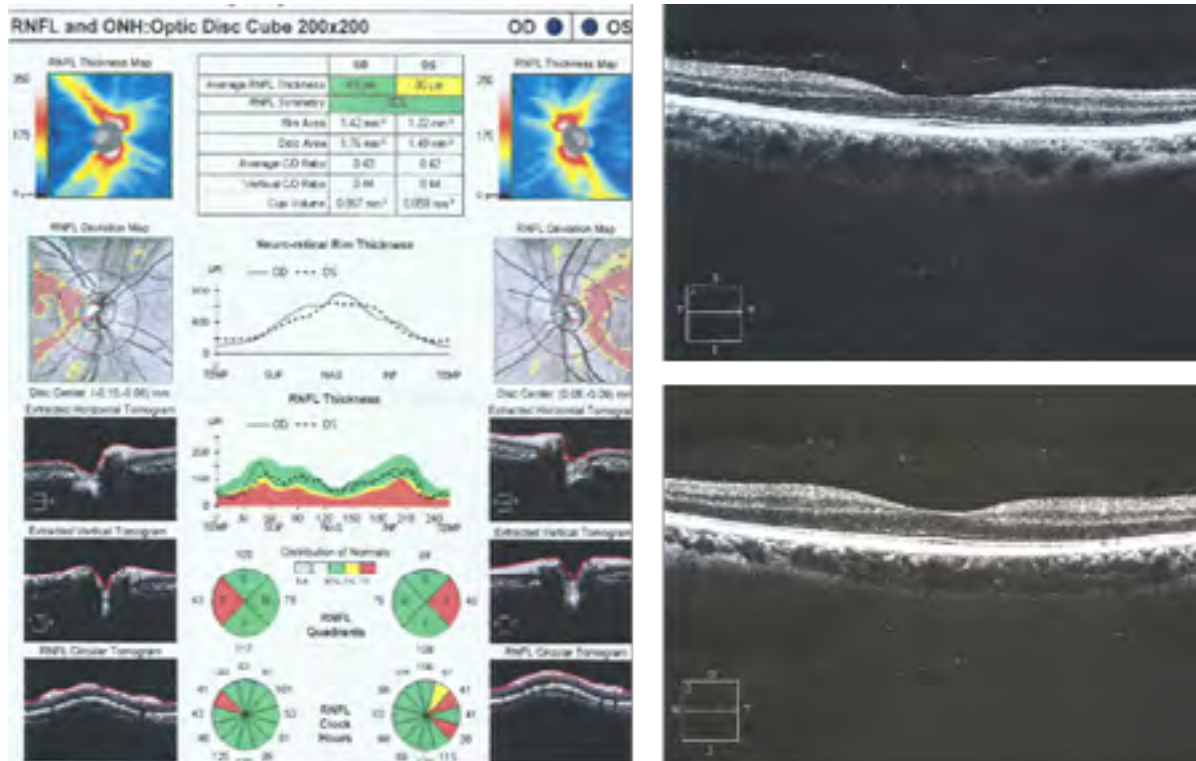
Tomografia de coerência óptica (OCT) diminuição importante da espessura da camada de fibras nervosas da retina temporal bilateral (a). OCT de macula bilateral sem alterações (b e c).
